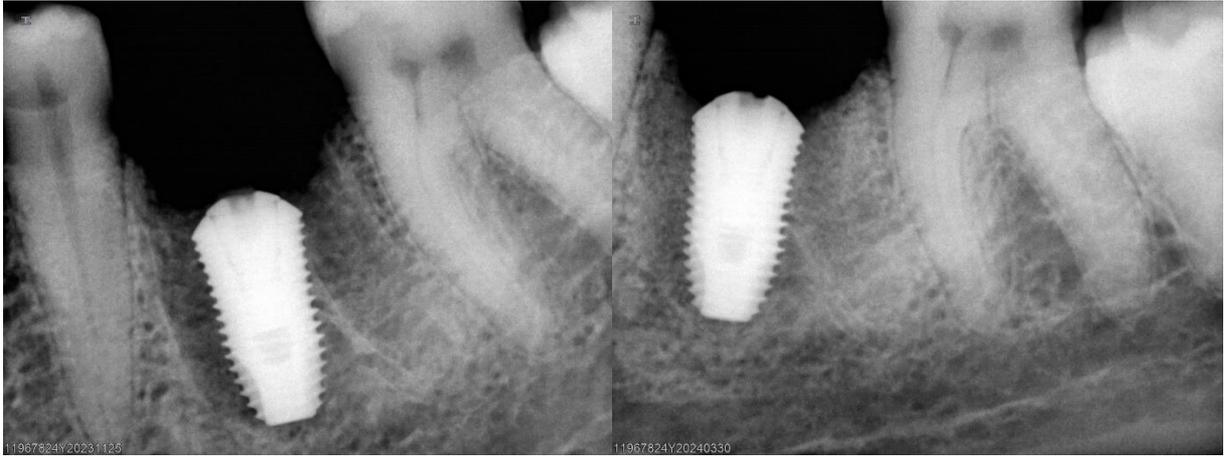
Рентгенограммы пациента А. Слева – в день проведения операции. Справа – через 4 месяца.
